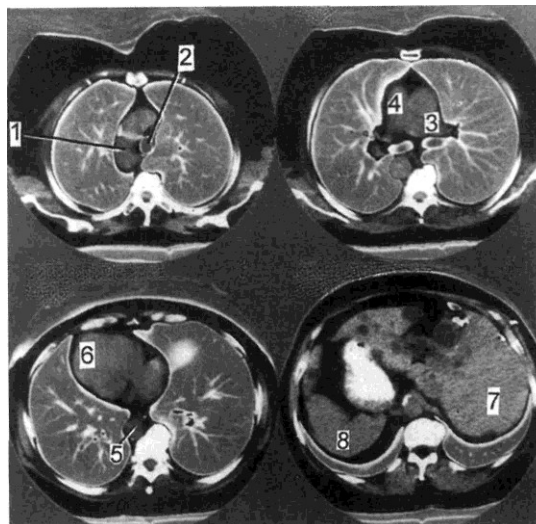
Серия томограмм при полной инверсии внутренних органов.
